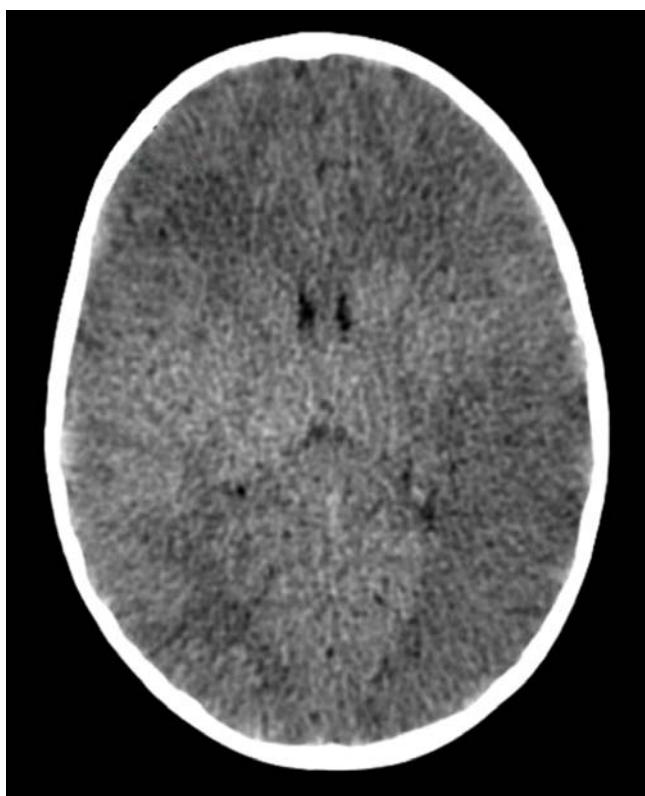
Tomografía computada simple de cráneo que demuestra adecuada diferenciación entre las sustancias blanca y gris, densidad adecuada de los núcleos caudados y talámicos. Las estructuras óseas y partes blandas sin alteraciones.
